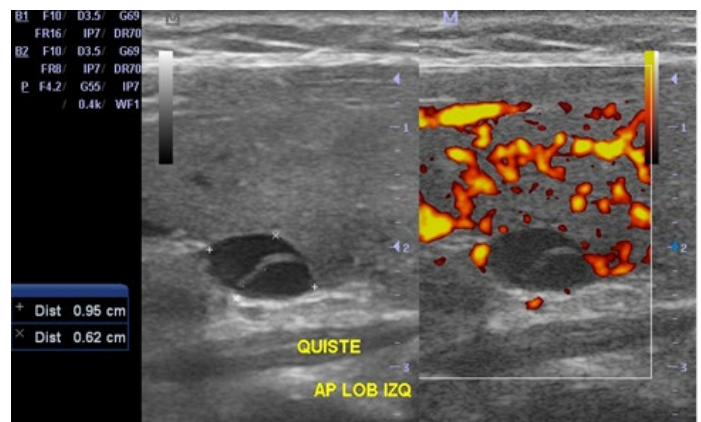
Nódulo quístico con banda ecogénica en su interior sin vascularización al doppler de potencia.
